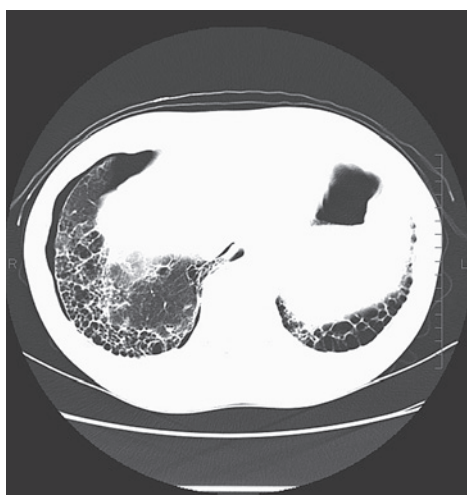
初診時胸部 CT：下葉に honey comb 所見
